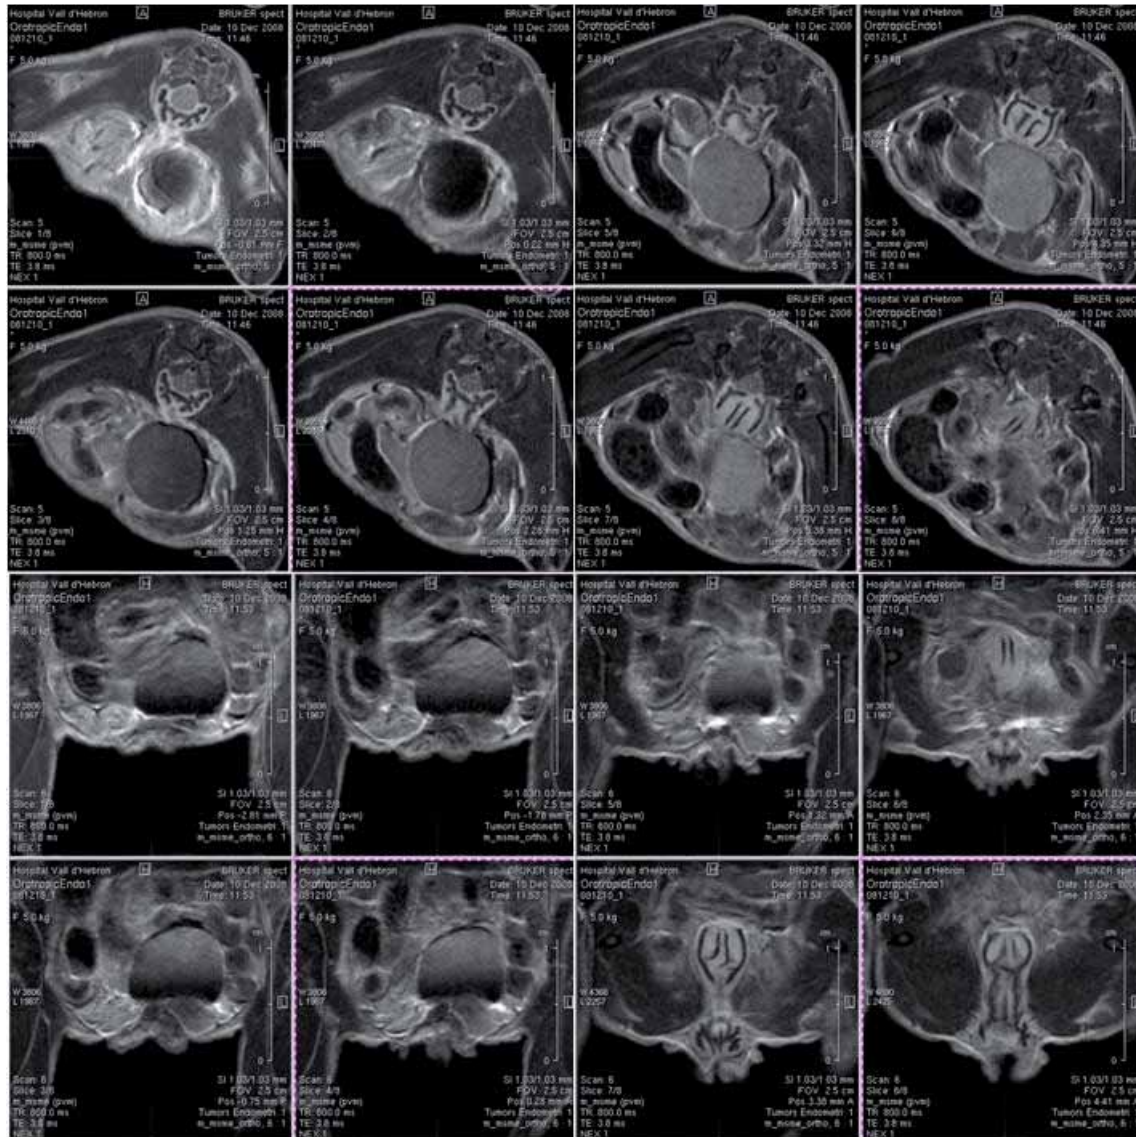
Imágenes de seguimiento mediante Resonancia Magnética. Corte coronal y frontal de la pelvis de un ratón portador de tumor endometrial endometriode humano. Se observa una lesión redondeada homogénea, de aspecto quístico por imagen, que corresponde al tumor endometrial generado.
